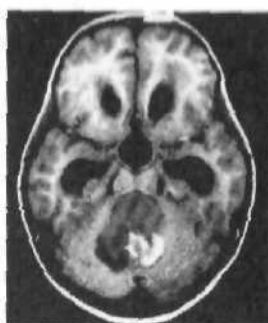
КТ медуллобластомы червя и IV желудочка мозжечка. В опухоли хорошо накапливается контрастное вещество; она повышенной плотности с участками некроза и микрокистами.
